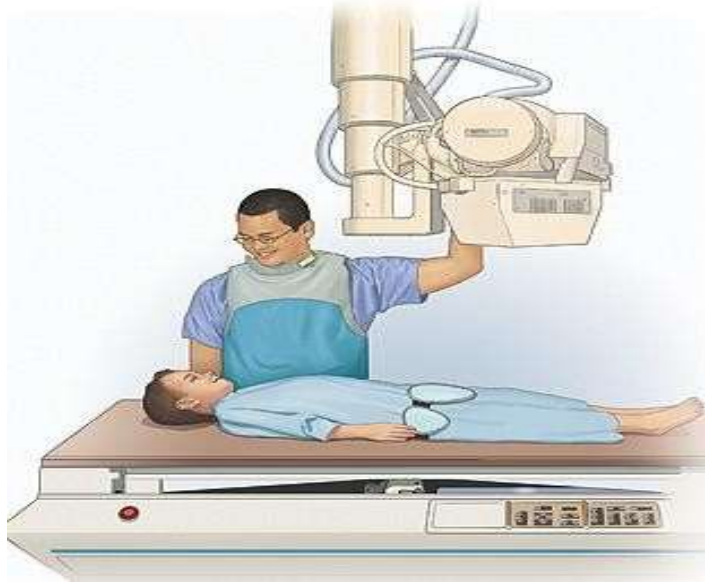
Radiografía e imagen para el diagnóstico. López Valera, José. (2015) .*Blogspot*
